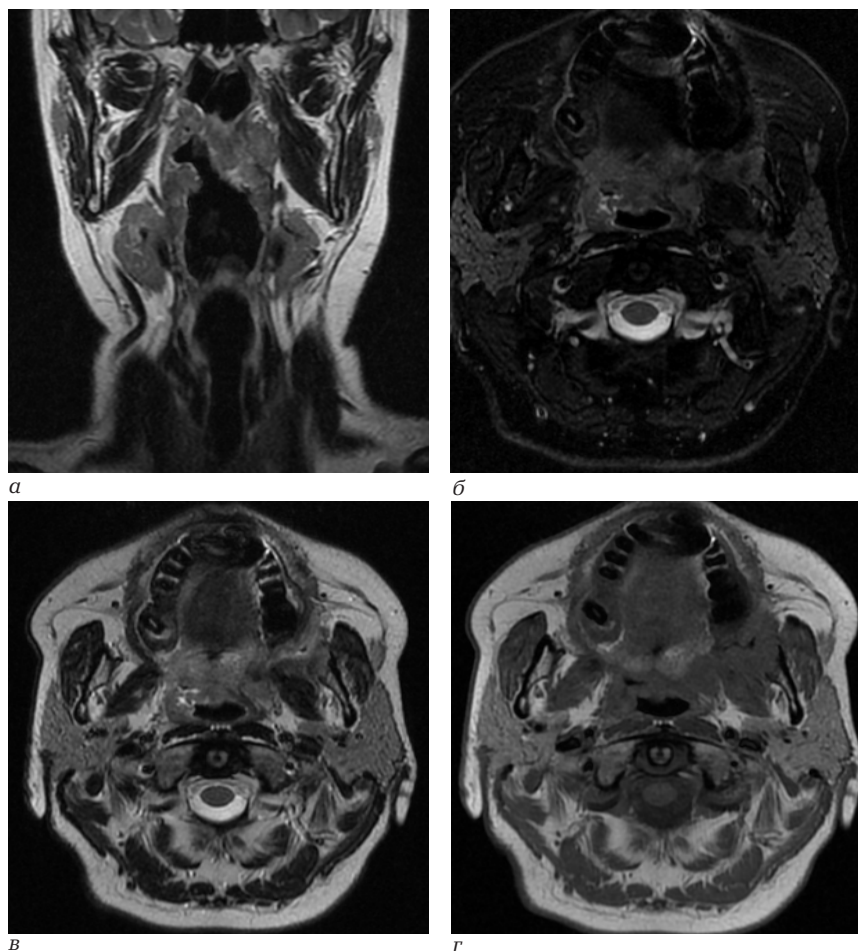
Пациентка П., 47 лет. Магнитно-резонансная томография: а – корональная плоскость T2 ВИ; б – аксиальная плоскость T2 ВИ с использованием жироподавления; в – аксиальная плоскость T2 ВИ; г – аксиальная плоскость T1 ВИ
